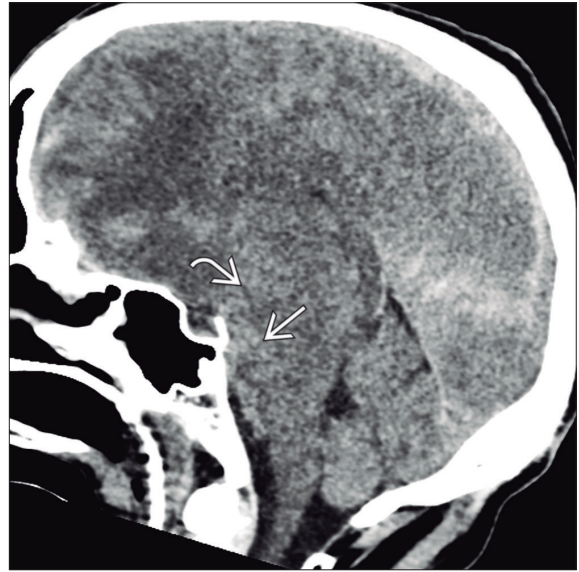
TC sin contraste sagital de una herniación transtentorial descendente que muestra el mesencéfalo desplazado en sentido inferior (*flecha curva*) y el ángulo ponto-mesencefálico (*flecha recta*) obliterado.
